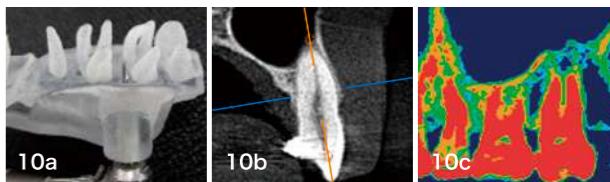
a:矯正インプラント用ガイド。b:唇側骨の厚み確認。c:CT値で骨質診査。
